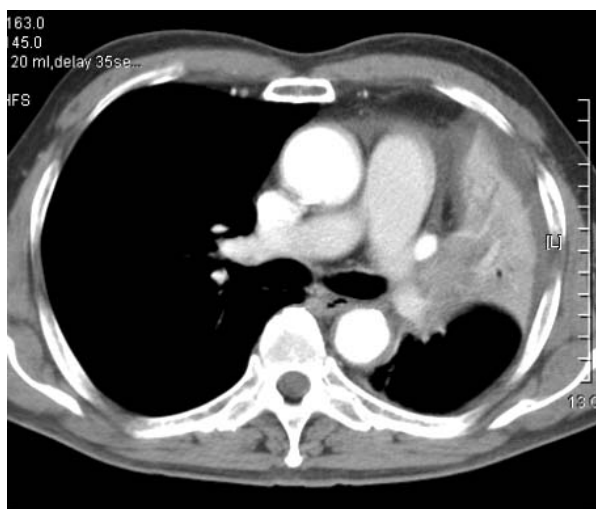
A CT scan demonstrates an obstructing mass and total collapse of left upper lobe.
